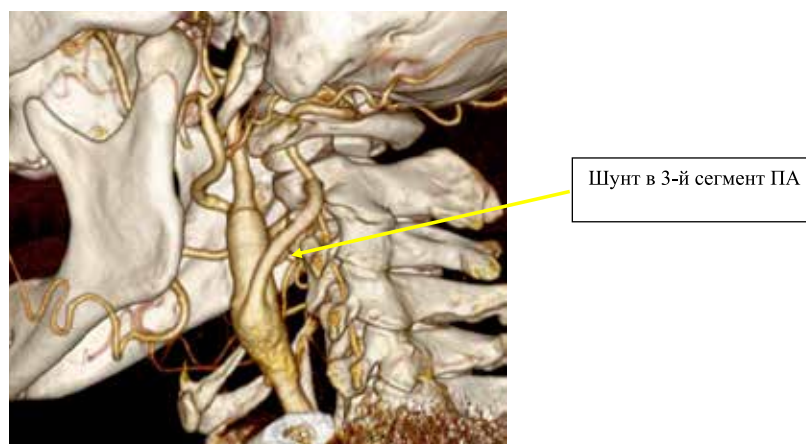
КТ-ангиография пациента через один год после аутовенозного шунтирования ОСА – 3-й сегмент ПА и КЭАЭ
